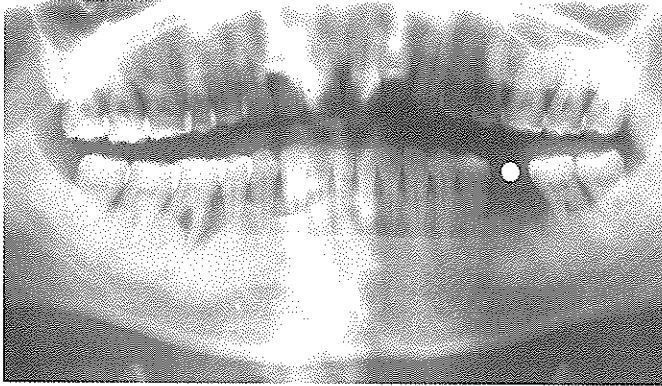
image stent를 장착하고 Scanora로 촬영한 파노라마 방사선사진으로 매식체를 식립하고자 하는 악골의 단면상을 결정하기 위한 scout view로 이용된다.
